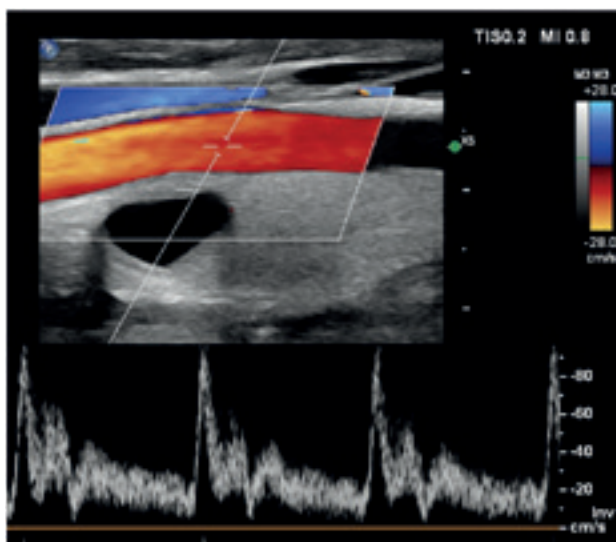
Reperto flussimetrico normale al Doppler pulsato
